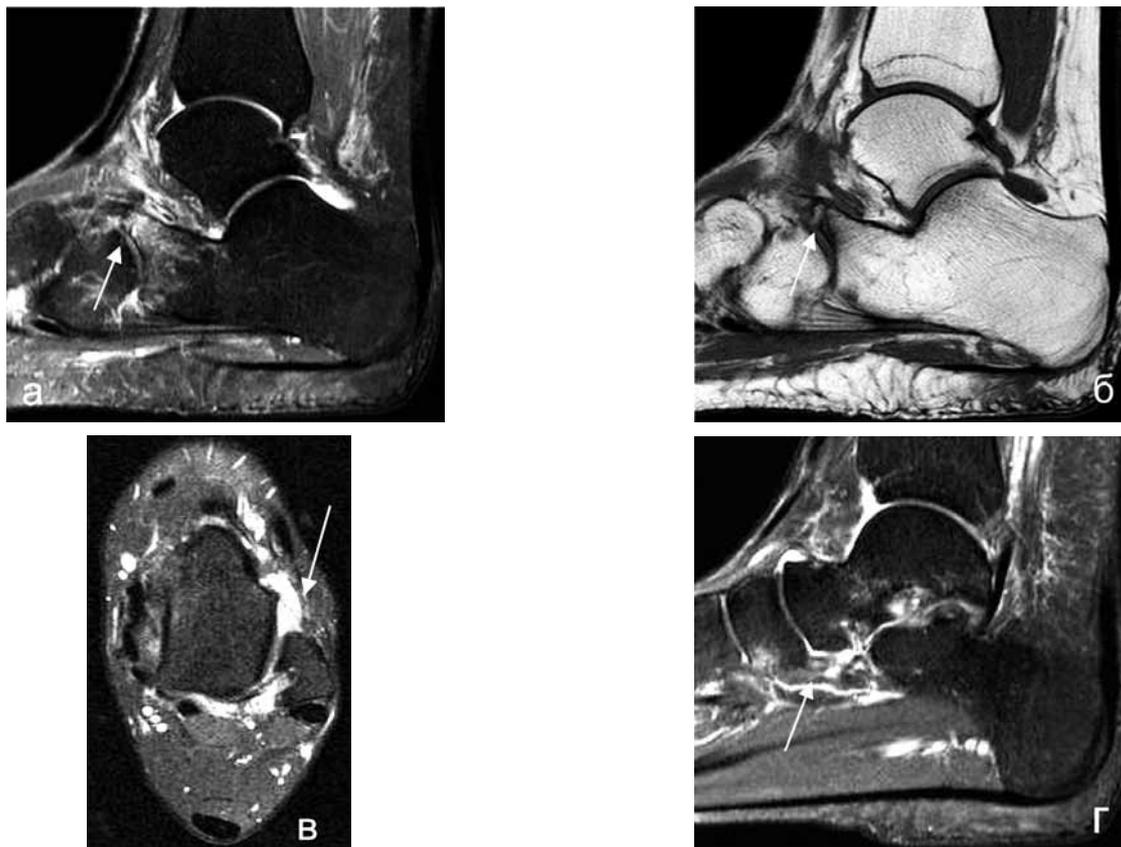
Больной Г., 28 лет. Инверсионная травма при падении с высоты 1 м с подворачиванием стопы кнутри. 7-е сутки после травмы. МР-томограммы: а – PD FS-ВИ. Сагиттальная плоскость. Перелом переднего отростка пяточной кости (стрелка); б – T1-ВИ. Сагиттальная плоскость. Те же изменения (стрелка); в – PD FS-ВИ. Аксиальная плоскость. Частичный разрыв передней таранно-малоберцовой связки (стрелка); г – PD FS-ВИ. Сагиттальная плоскость. Частичный разрыв раздвоенной связки (стрелка)
